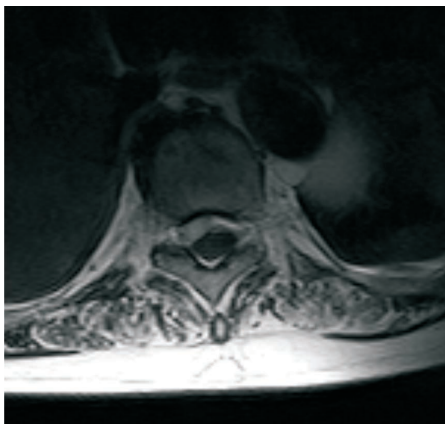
RM em T1 mostrando coleção com hipossinal póstero-lateral direita, deslocando a medula ântero-lateralmente para a esquerda.
